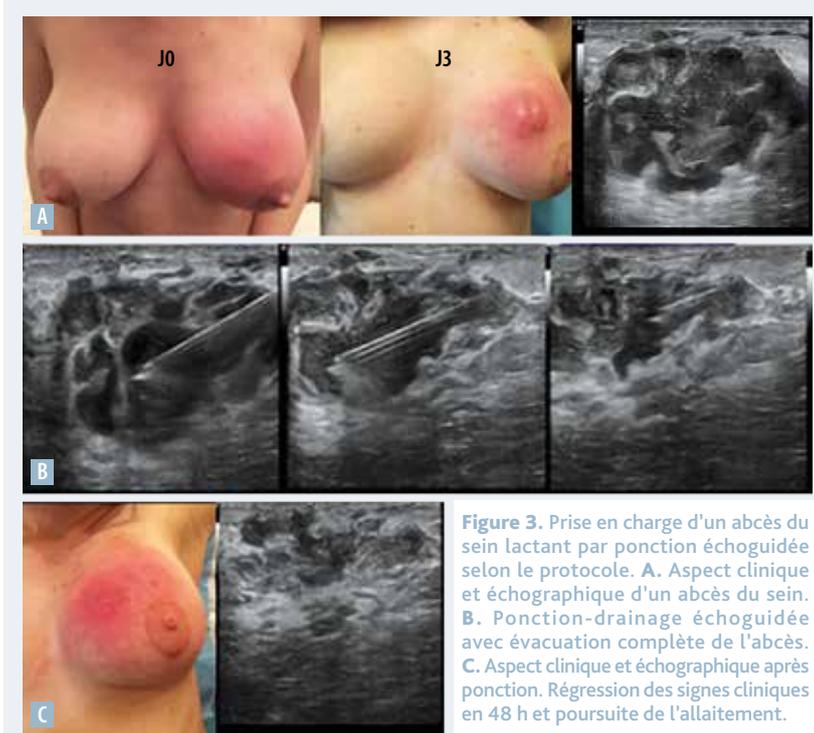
Prise en charge d'un abcès du sein lactant par ponction échoguidée selon le protocole. A. Aspect clinique et échographique d'un abcès du sein. B. Ponction-drainage échoguidée avec évacuation complète de l'abcès. C. Aspect clinique et échographique après ponction. Régression des signes cliniques en 48 h et poursuite de l'allaitement.
